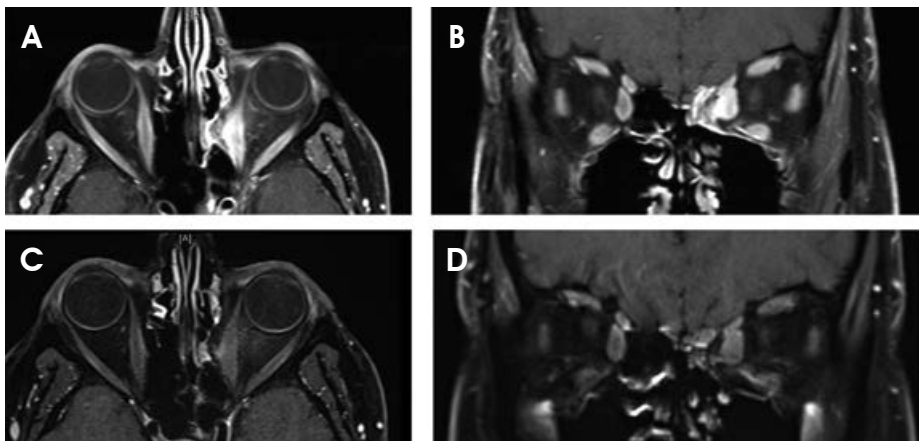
MRT-Bilder nach Dekompression. A: MRT axial und B: MRT coronar; MRT-Bilder nach anschließender Therapie mit Rituximab (6 Monate nach Infusion) C: MRT axial und D: MRT coronar
